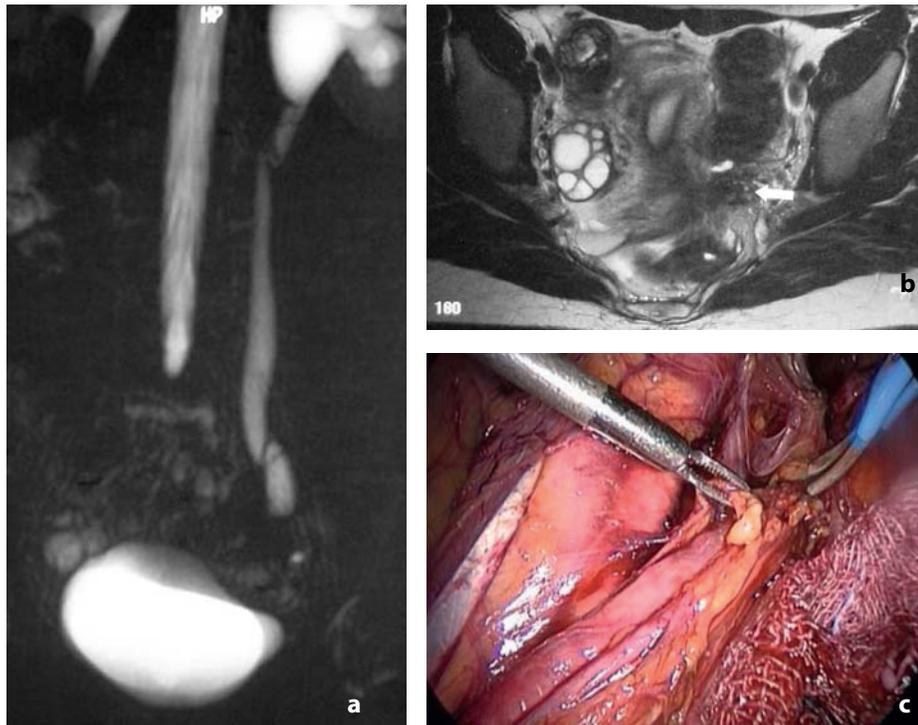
Endometriosi ureterale. Risonanza magnetica. a L'idro-uro-RM dimostra dilatazione della pelvi e dell'uretere di sinistra. b Nella sequenza T2 pesata l'uretere nel tratto distale è inglobato in formazione solida (freccia) con margini irregolari e bassa intensità di segnale. La laparoscopia (c) conferma l'ostruzione ureterale distale in presenza di placca solida endometriosica
